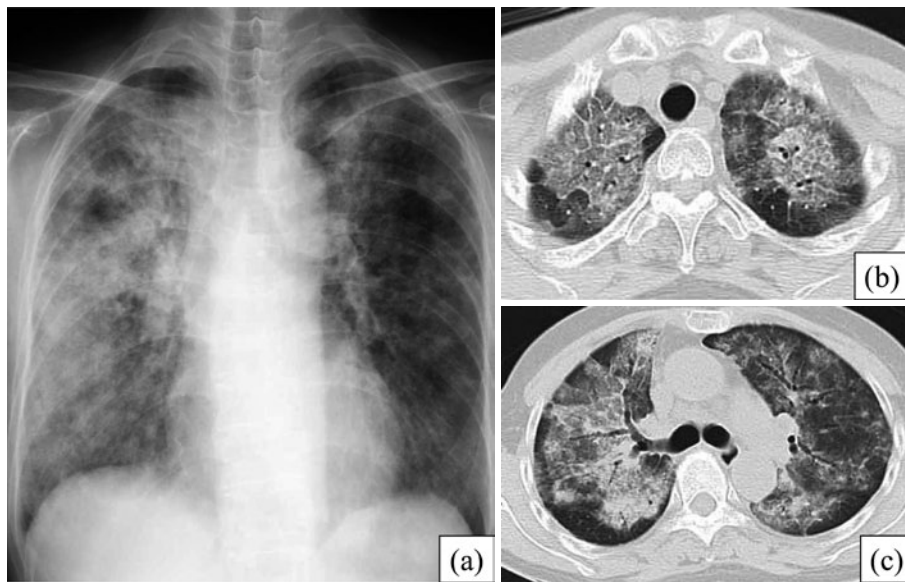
(a) Chest X-ray on admission, showing diffuse ground-glass opacities and consolidation in bilateral lung fields. (b, c) Chest CT on admission, showing ground-glass opacities, consolidation, thickening of the interlobular septum, and traction bronchiectasis in both lung fields.
